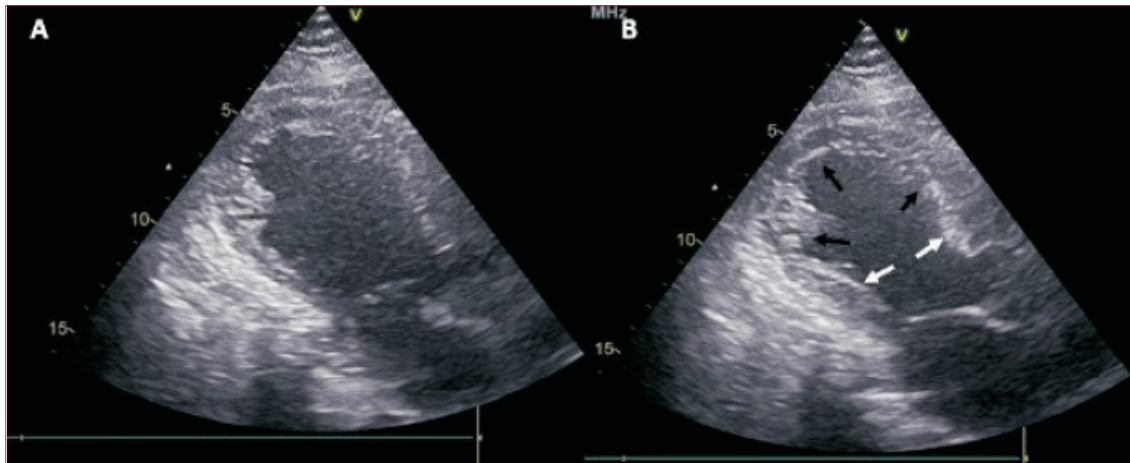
Ecocardiograma que evidencia imagen característica de síndrome de takotsubo con balonamiento apical. A) se observa el ventrículo izquierdo (VI) en diástole. B) VI en sístole donde se observa aquinesia de sectores apicales (flechas negras) y contractilidad normal en regiones basales y medias (flechas blancas).
